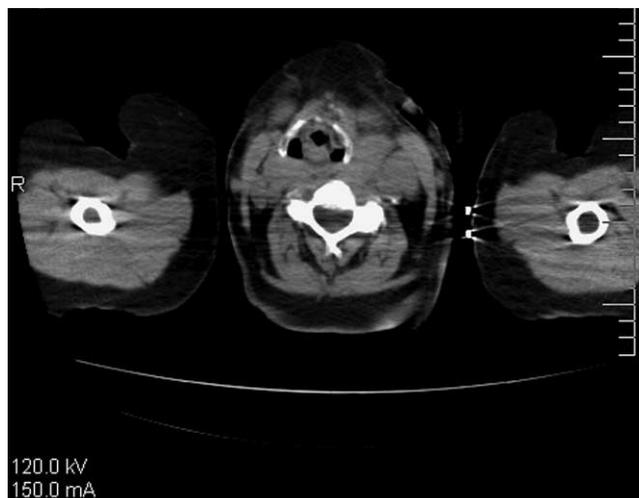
Больная К., 67 лет. Спиральная КТ. Отмечается значительное смещение трахеи вправо за счет образования в проекции левой доли ЩЖ.
